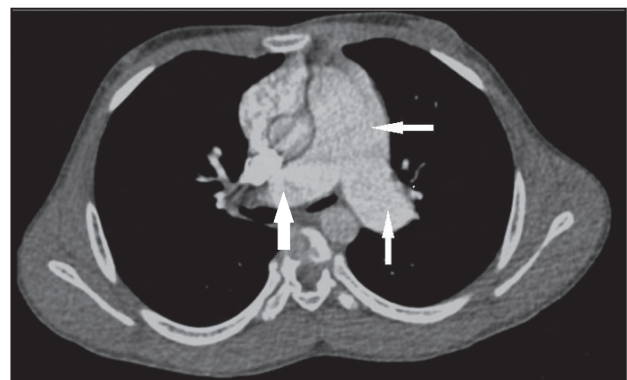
Tomografia computada toràcica amb contrast en què es visualitza l'artèria pulmonar principal amb una mida augmentada de 37x38 mm (fletxa) i les artèries pulmonars dreta i esquerra dilatades, esquerra de 25 mm (fletxa ampla) i dreta de 23 mm (fletxa estreta).
